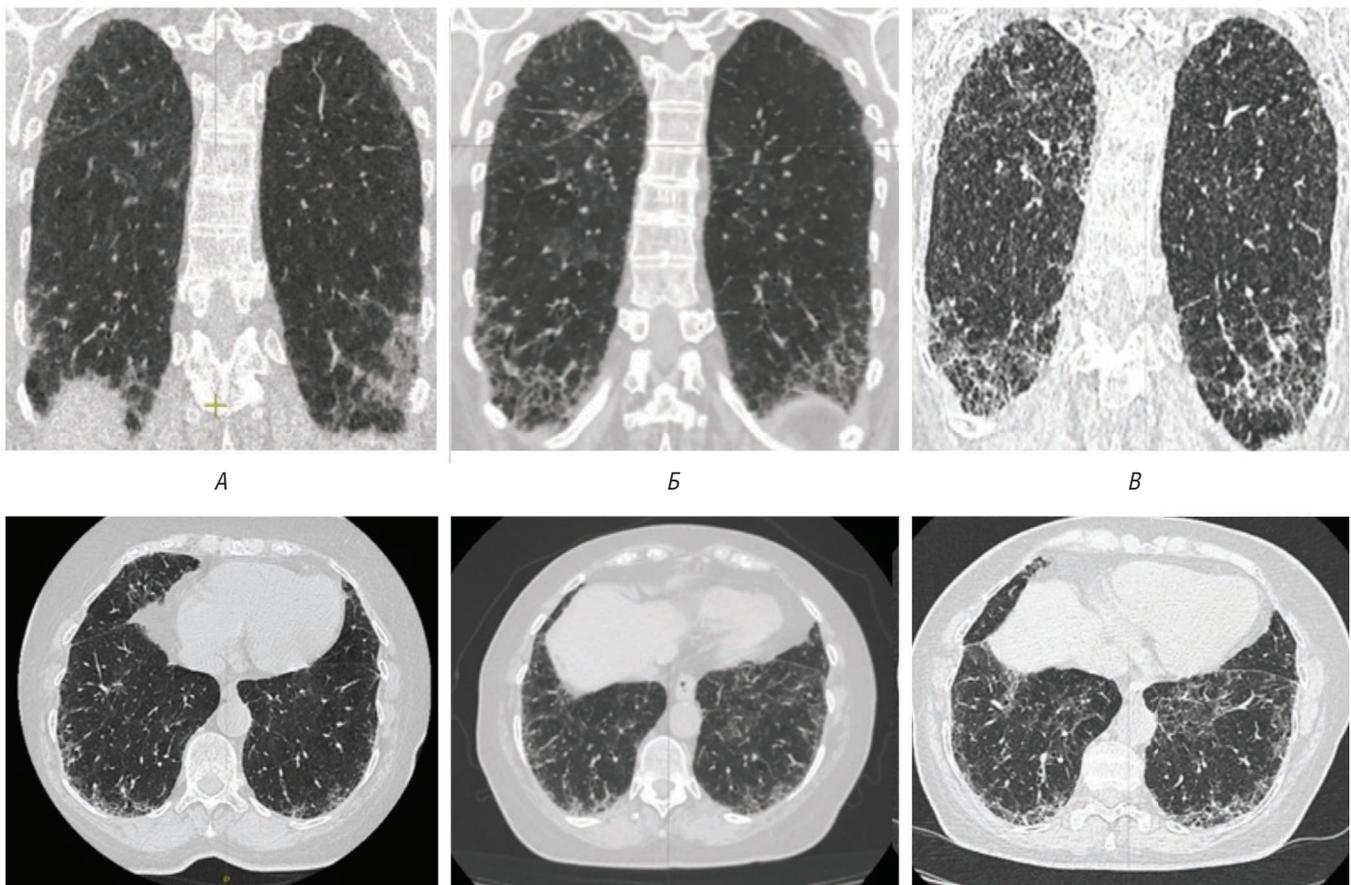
Прогрессирование интерстициального фиброза легких у пациентки с микроскопическим полиангиитом в динамике по данным компьютерной томографии: А – дебют заболевания (октябрь 2018 г.); Б – отрицательная динамика изменений в легких на фоне лечения низкими дозами метипреда (март 2019 г.); В – дальнейшее прогрессирование легочного фиброза на фоне отмены метипреда (февраль 2020 г.)
